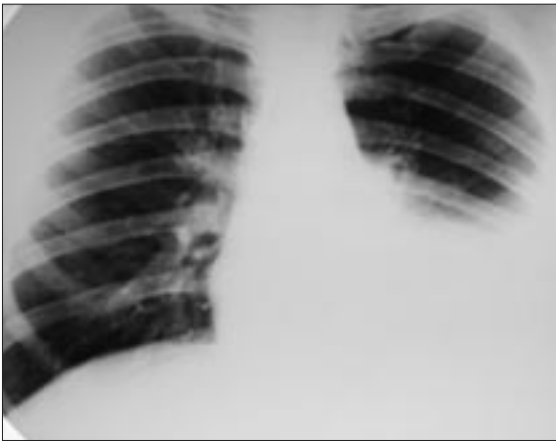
Рентгенограмма органов грудной полости в прямой проекции: жидкость в левой плевральной полости.
